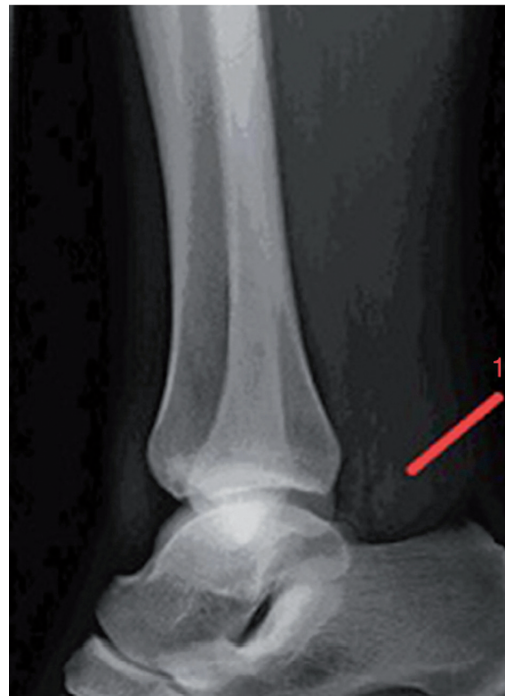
Radiografia lateral del turmell, obliteració del triangle de Kager del múscul soli accessori.
